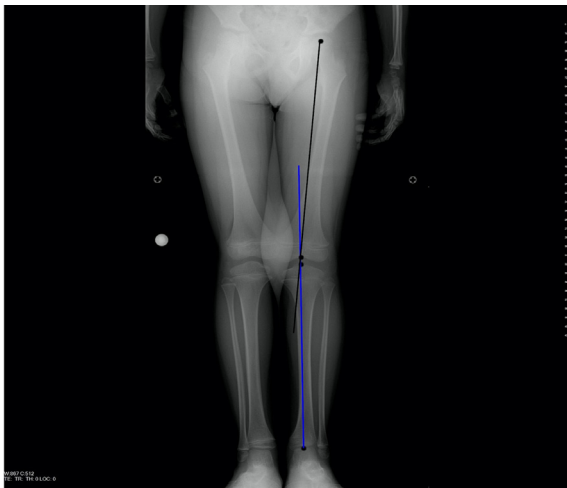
Standing anteroposterior radiograph of the lower leg shows the hip-knee-ankle angle formed between femoral (black line) and tibial mechanical axes (blue line).
